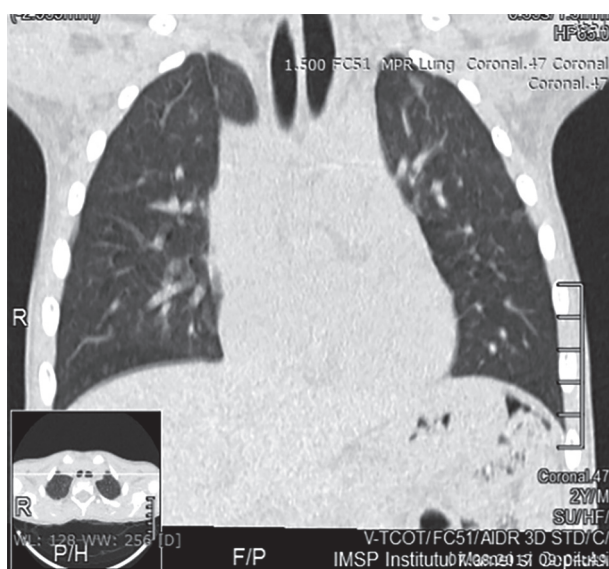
Scanuri CT pulmonare la copil cu lobul venei azigos.
